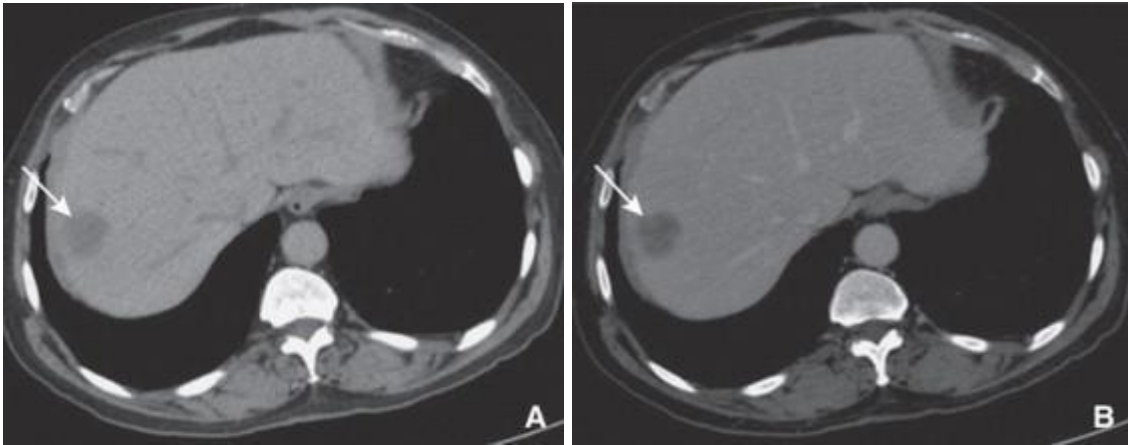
Image TDM d'une MH d'un cancer colique: image avant injection de produit de contraste (A) et image au temps portal (B) d'une injection de produit de contraste iodé. Une lésion est visible sous la forme hypodense (flèche blanche). [47]
